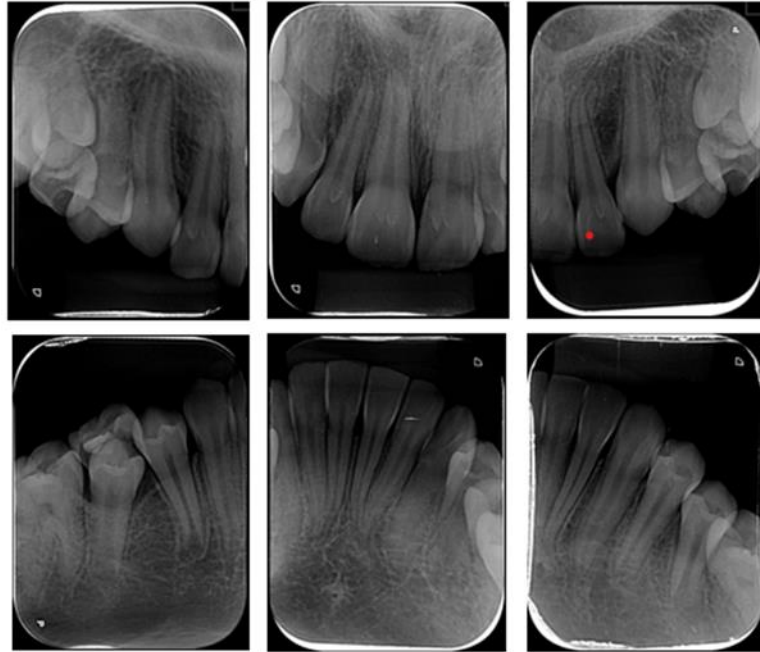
Radiografias periapicais finais.
